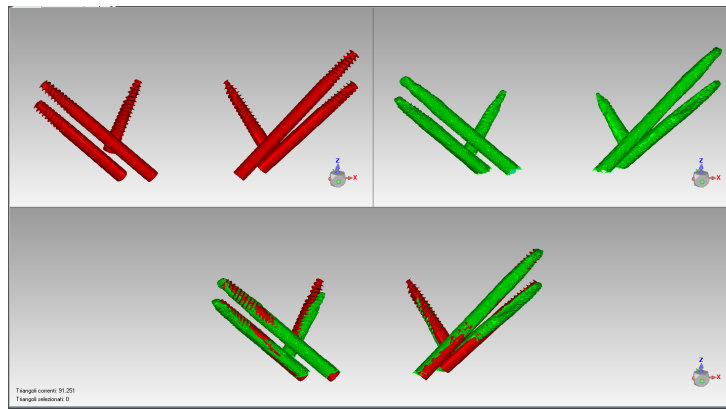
allineamento manuale con best fit tra file STL degli impianti esportati da planning chirurgico (rosso) e file STL impianti estratti da TC cone-beam post-intervento (verde).
